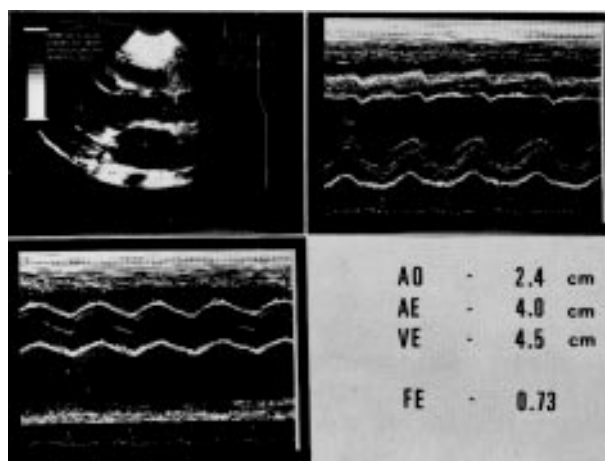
Ecocardiograma pós-operatório. Note diminuição dos diâmetros das cavidades esquerdas e perfeita coaptação dos folhetos da valva mitral.
